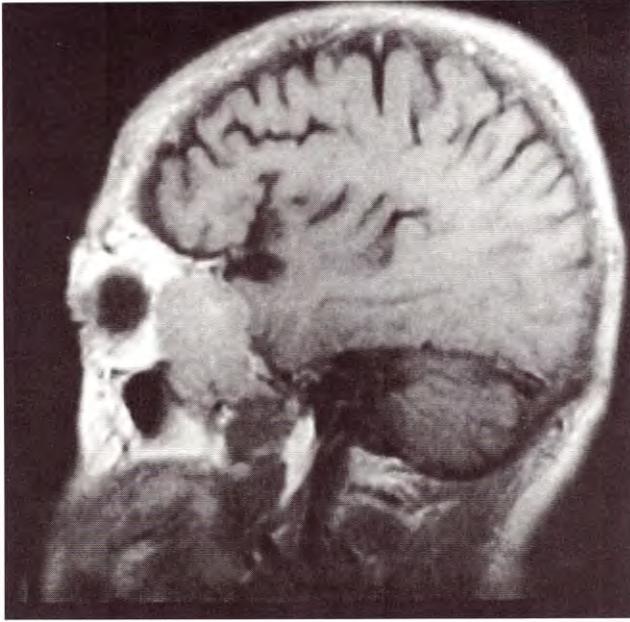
IRM sagital que muestra una masa intra-extraorbitaria
